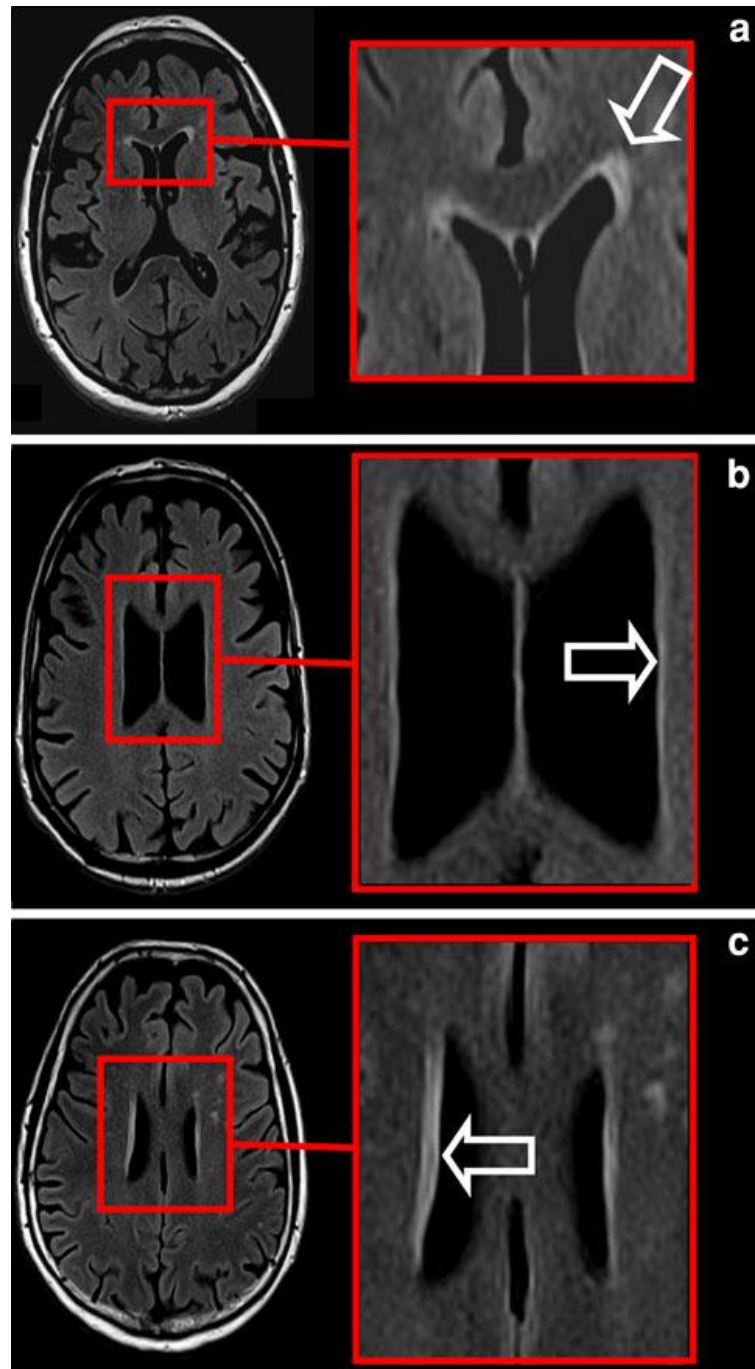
Sinal hiperintenso da região periventricular da substância branca detetado em sequência FLAIR na imagem por RM. As setas mostram caps (a), linhas hiperintensas finas periventriculares (b) e halo ténue (c). Adaptado de (21).
